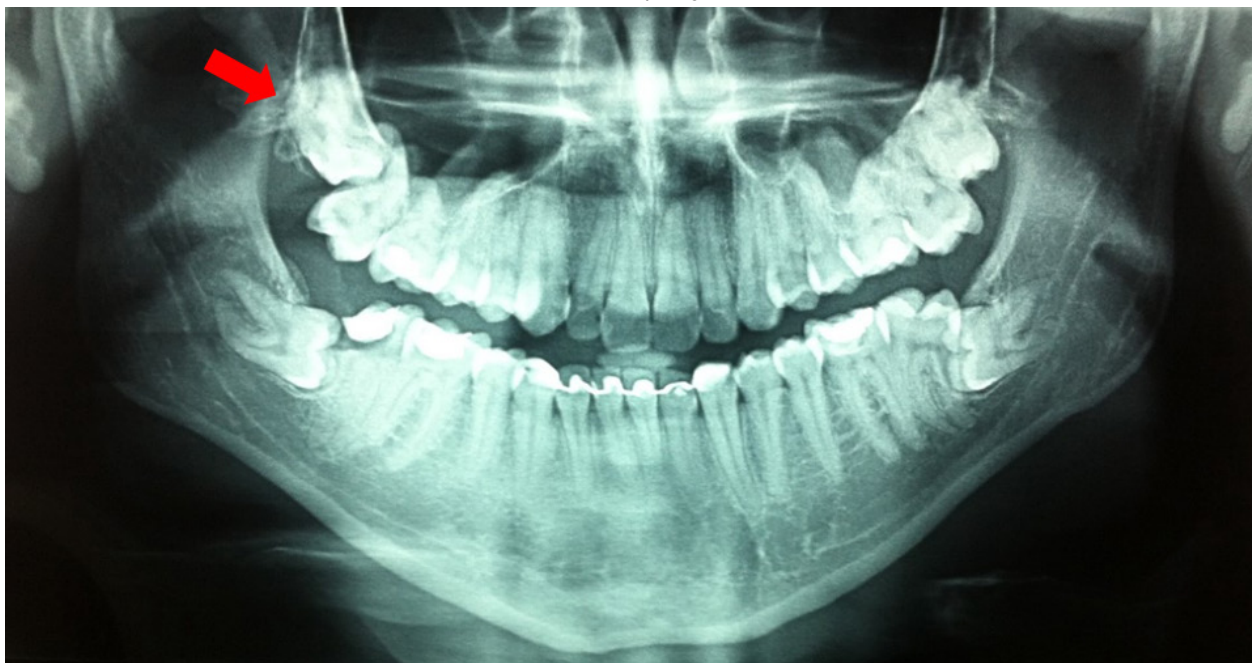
Radiografia panorâmica. Seta indica a presença de um terceiro molar superior direito anômalo.
